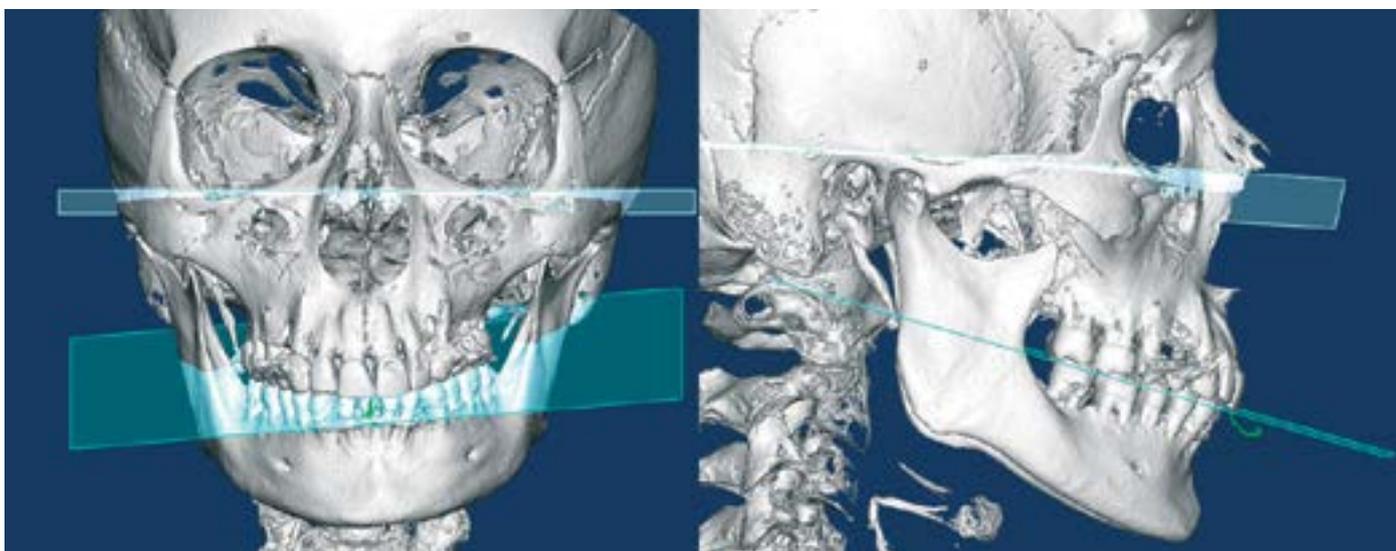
Анализ расположения протетической плоскости на КТ
